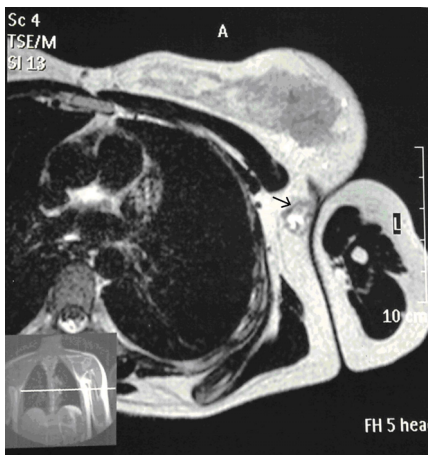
Axial T2-weighted image demonstrates a left axillary mass (arrow) isointense to normal breast parenchyma. Dilated ductal structures are seen inside the mass
